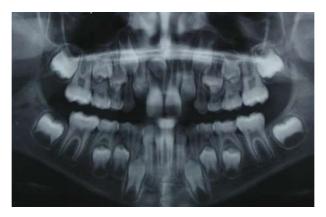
Radiographie panoramique initiale, 6/04/2011 (Dr. J. PREVOST).
